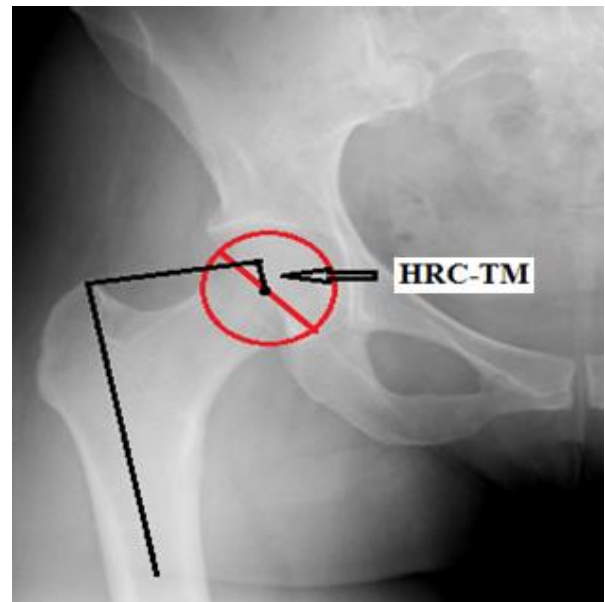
X-ray showing measurement HRC - TM distance.
